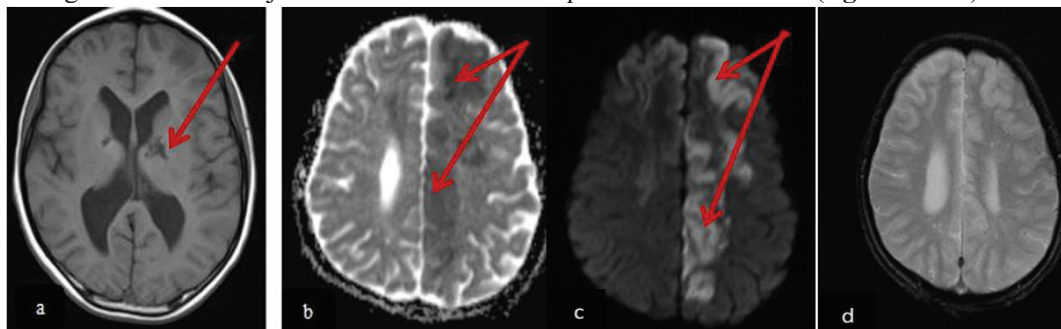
IRM cérébrale, coupe axiale montrant un hyposignal T1 Séquellaire (flèche rouge) d'un AVC ischémique (a). Une lésion fronto pariétale en hyposignal ADC (b) et hypersignal en séquence DWI B1000 (c) en rapport avec AVC ischémique de l'artère cérébrale antérieure (flèches rouges) traduisant une récurrence d' AVC ischémique aiguë chez un patient de 11ans drépanocytaire SS suivi pour une récurrence d'AVC ischémique . Séquence axiale T2* (d) montre une absence de saignement intra cérébral
